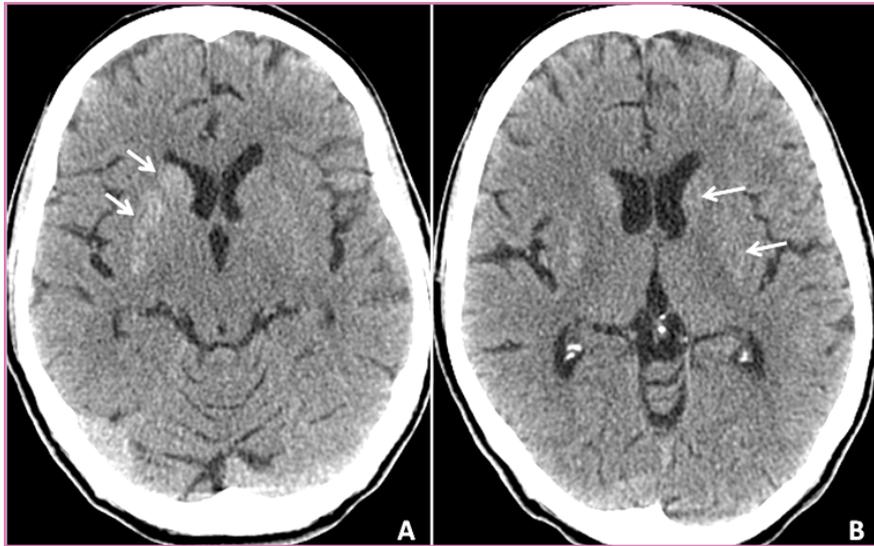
Paciente nº 1. TAC craneal sin contraste. La paciente presentaba una discinesia del hemisferio izquierdo y en la TAC se apreció una hiperdensidad evidente en el núcleo lenticular derecho y más sutil en el izquierdo.
